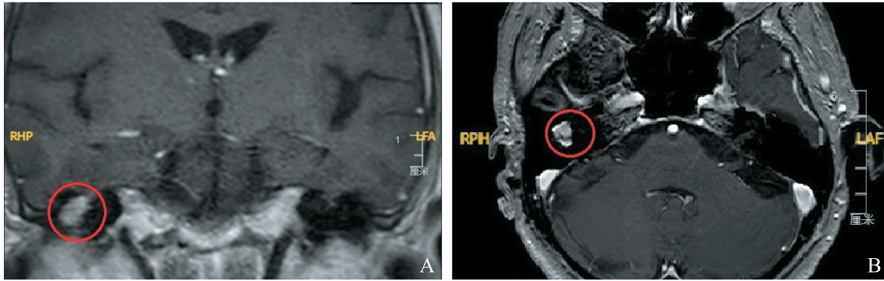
颞骨增强 MRI 提示右侧鼓室占位,增强明显强化(红色圆圈) A:冠状位;B:水平位
